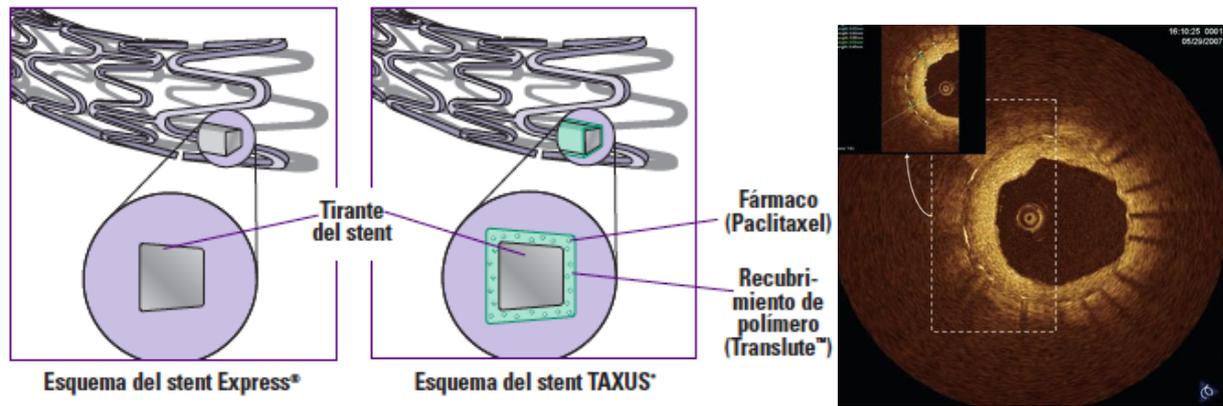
Imagen representativa de stent desnudo e imagen de stent con puntales (struts) recubiertos de polímero y fármaco (Paclitaxel) Stent Taxus. Figura 9: Imagen de tomografía de coherencia óptica (TCO) que evidencia la proliferación neointimal a nivel de un stent reestenosado.
